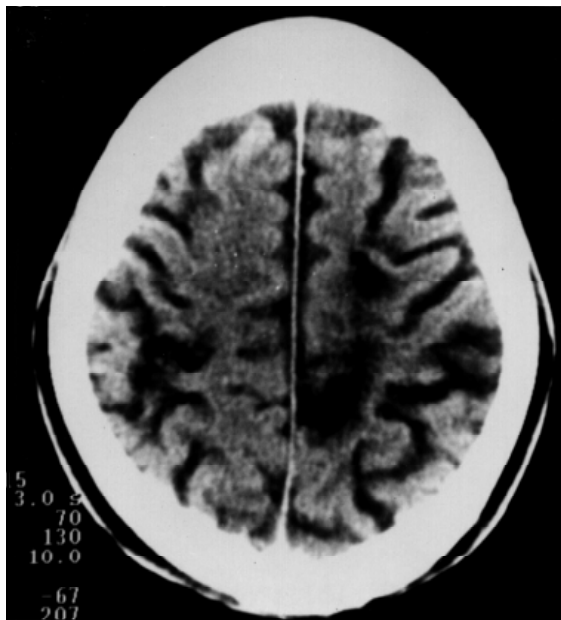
Tomografia computadorizada do crânio. Infartos corticais nas regiões parietais de ambos os hemisférios cerebrais.
